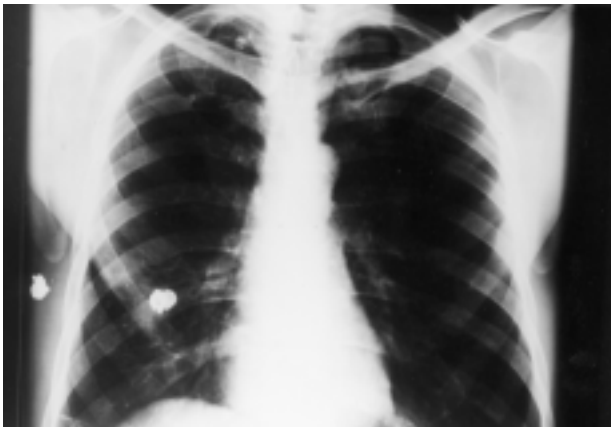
Radiografia de tórax em PA e perfil. Projétil de arma de fogo em topografia de lobo médio e na parede torácica, região axilar.
